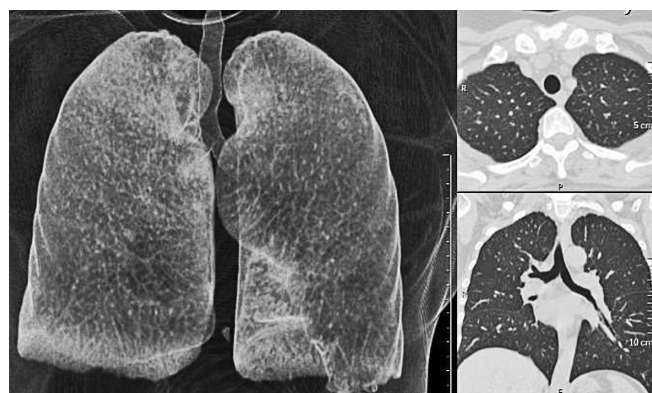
Компьютерная томография грудной клетки пациентки Ч., 22 года. Парамедиастинальный (постлучевой) и диффузный пневмофиброз
